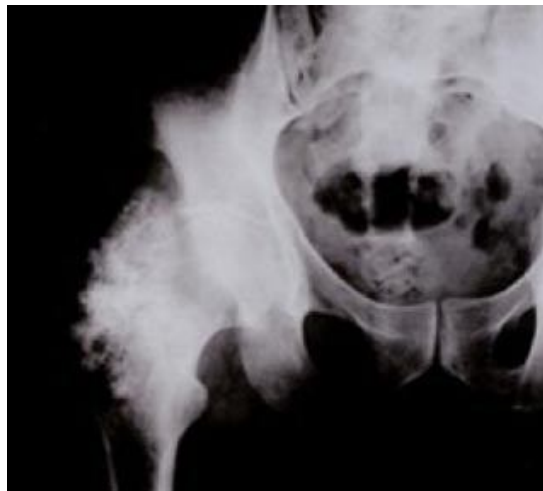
Image radiographique montrant un ostéoblastome agressif du fémur (28)
